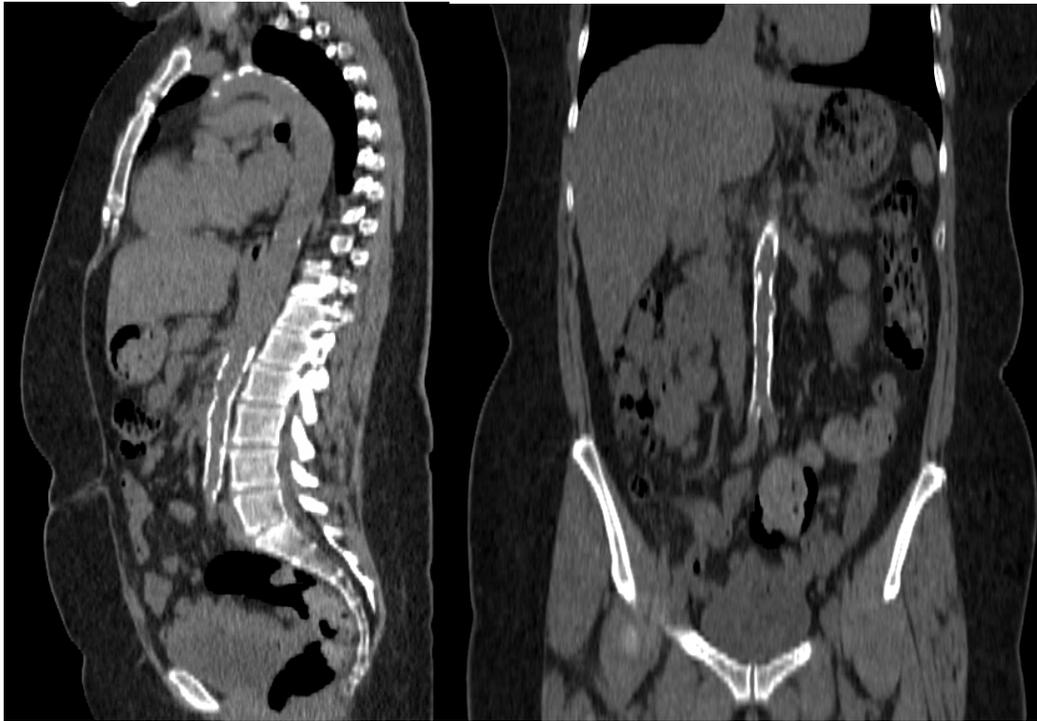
Tomografía computada en fase simple en planos sagital y coronal de paciente femenino de 45 años de edad, con diagnóstico de arteritis de takayasu de 451 meses de evolución. Se identifica placas calcificadas a nivel de la aorta infrarrenal y previo a la bifurcación de la arteria iliaca. Placas calcificadas aisladas en arco aórtico
